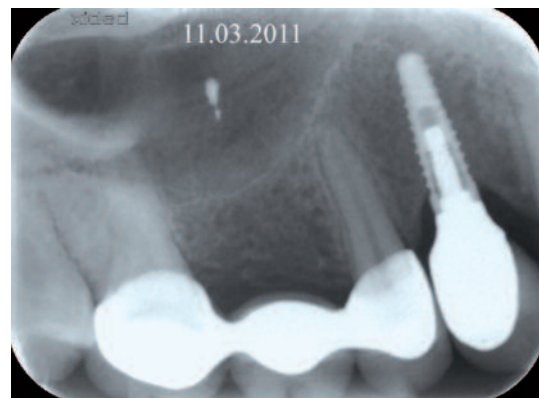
Radiographie prise à 2 ans et 2 mois après le premier rendez-vous. L'évolution de la maturation des tissus tant gingivaux qu'osseux est patente.
